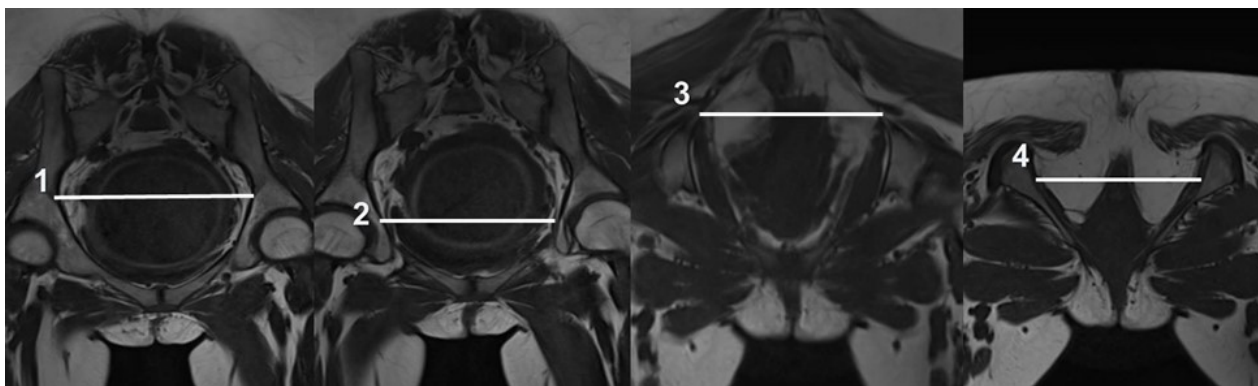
Измерение поперечных размеров малого таза по данным МРТ
